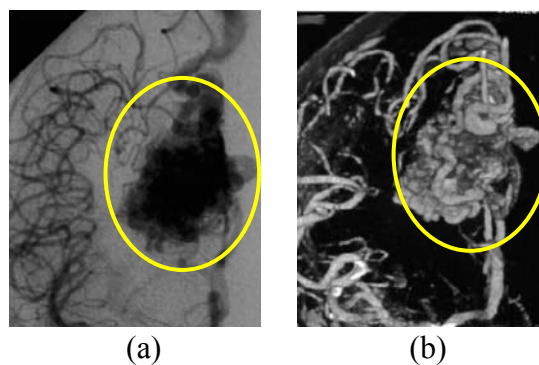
Imagens de um paciente apresentando uma AVM na metade direita da estrutura vascular cerebral [BER 2000]. (a) Imagem de dados bidimensionais obtida via DSA; (b) Imagem referente à mesma região apresentada em (a), porém adquirida via CTA e reconstruída por técnicas de visualização volumétrica.
